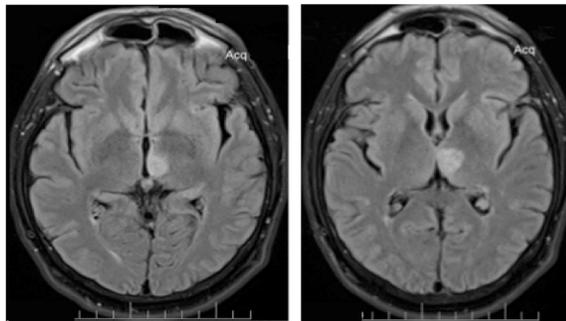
Resonancia magnética cerebral (RM) (13/11/2015) FLAIR, en la que se observan hiperintensidades compatibles con una afectación focalizada del tálamo izquierdo.
